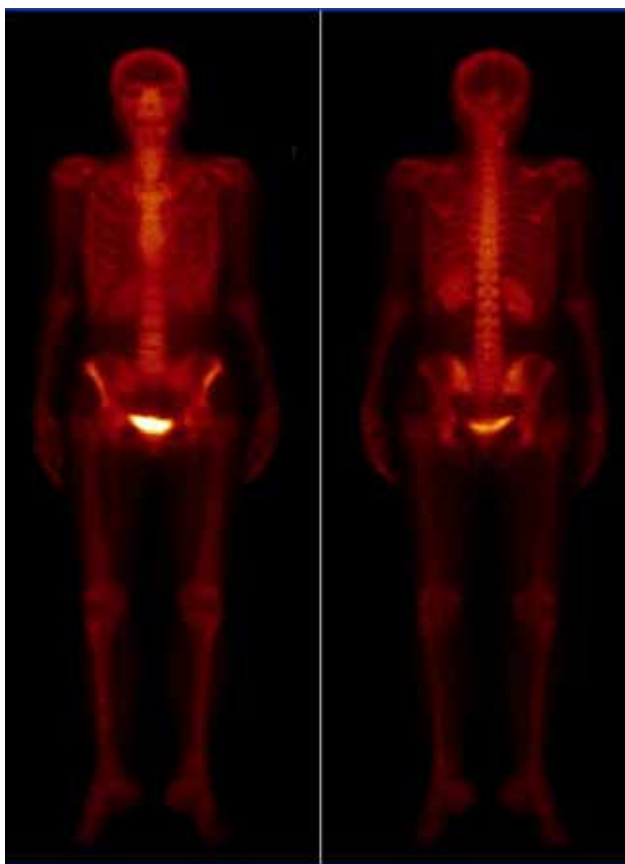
1А. Больной карциномой легкого. Остеосцинтиграмма в планарном режиме с мечеными ^{99m}Tc фосфатами. Очагов патологической гиперфиксации РФП в скелете не выявлено.
